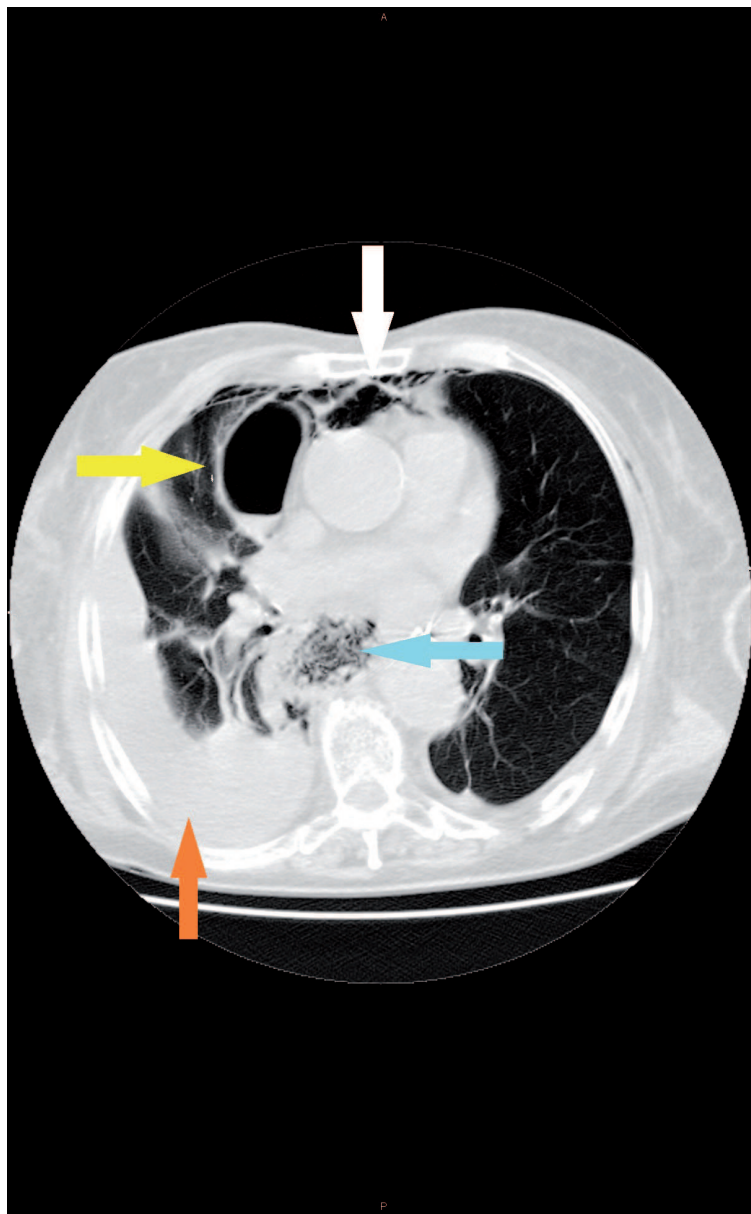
Corte de TAC torácico en el que se observa el neumomediastino (flecha blanca), el hidroneumotórax derecho tabicado (flecha amarilla), el derrame pleural derecho (flecha roja) y el acúmulo de detritus a nivel paraesofágico por sospecha de perforación esofágica (flecha azul).
